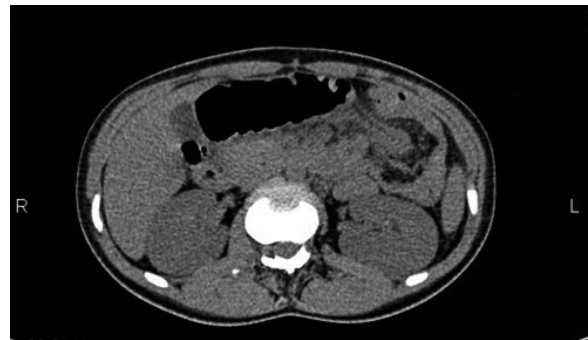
Computed tomography showing an intussusception
